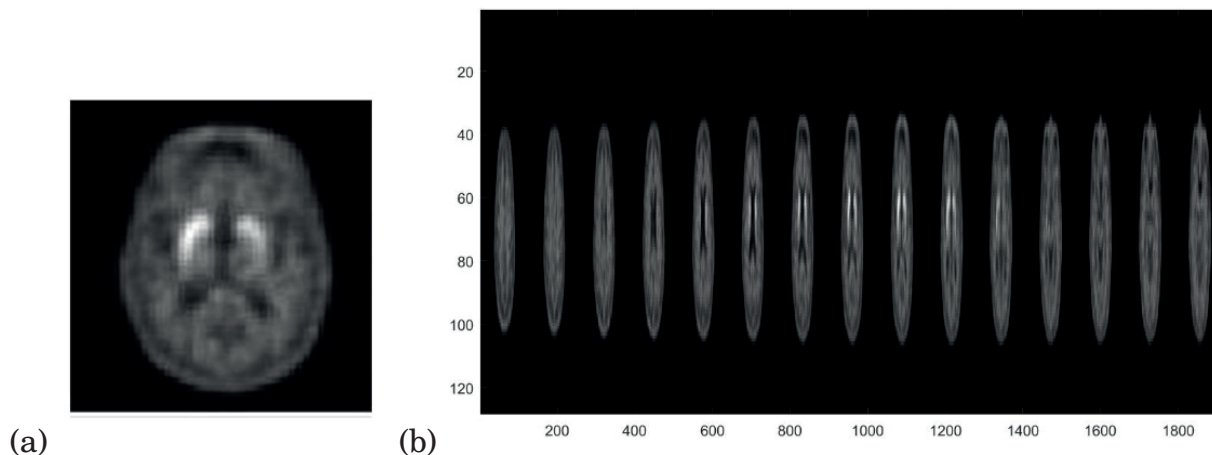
Cortes axiales de PET/CT en un caso de parkinsonismo. (a) corte 2D se observa al putamen hiperintenso y (b) varios cortes que al unirlos crean un volumen 3D. La baja resolución espacial de las imágenes funcionales hace ver a esta imagen pixelada y difusa.
